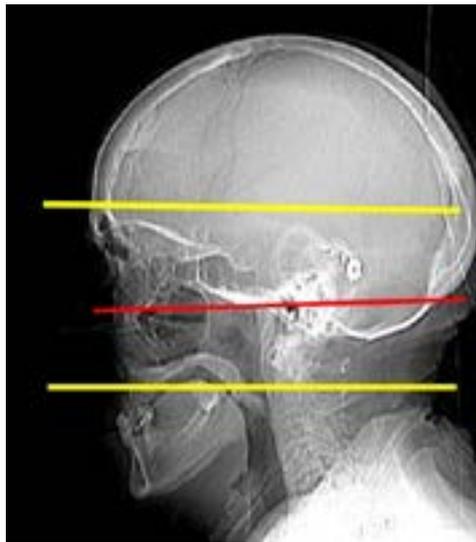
Topograma sagital de TC. Las líneas amarillas delimitan la extensión de una TC de órbitas (desde el techo del seno frontal hasta los incisivos). La línea roja marca la angulación de las reconstrucciones axiales.
